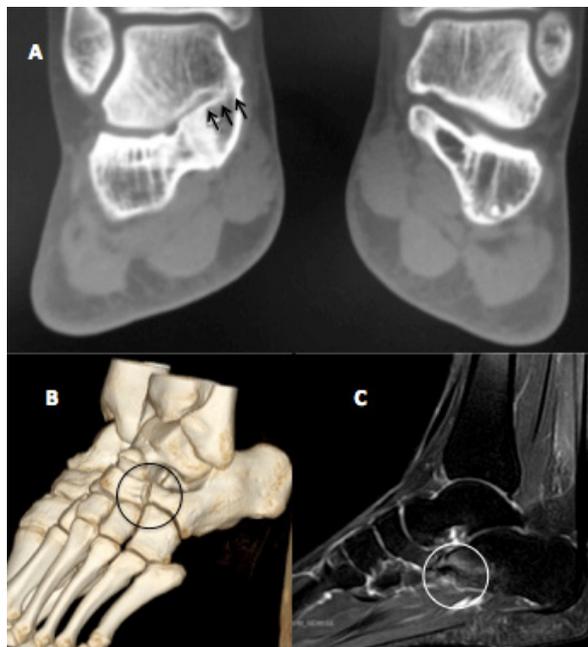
a) Imagen de coalición C-A en TC. b) Imagen de coalición C-E en TC. c) Imagen de coalición C-E en RM.
